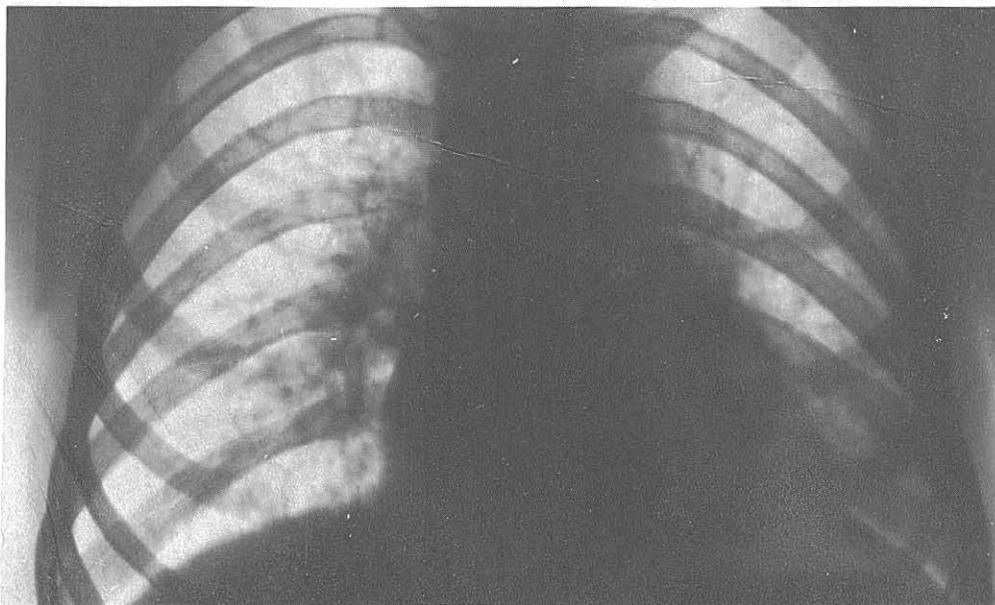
Radiografía del Caso 2°, que se practicó un año después de la segunda intervención. El resultado ha sido satisfactorio, que no ha requerido tratamiento médico después de la misma, practicada en el año 1963.
